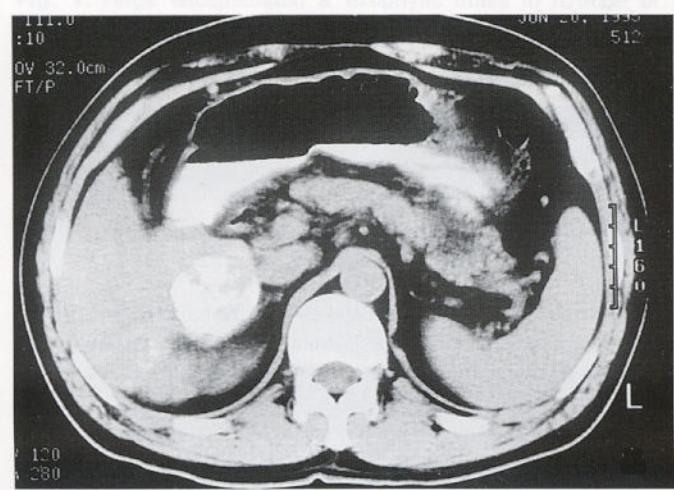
Precontrast abdominal CT shows 4.5cm-sized partially Lipiodol uptaken mass in the right lobe posterior-inferior segment of the liver (a) with three daughter nodules in the dome area (b).
